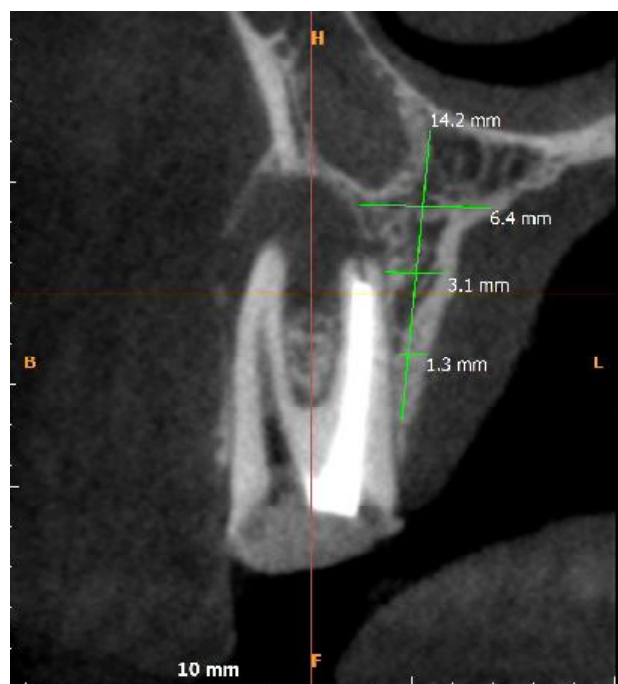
Tomografia computadorizada: Discreta imagem sugestiva de trinca radicular na altura do terço apical, da raiz vestibular.
